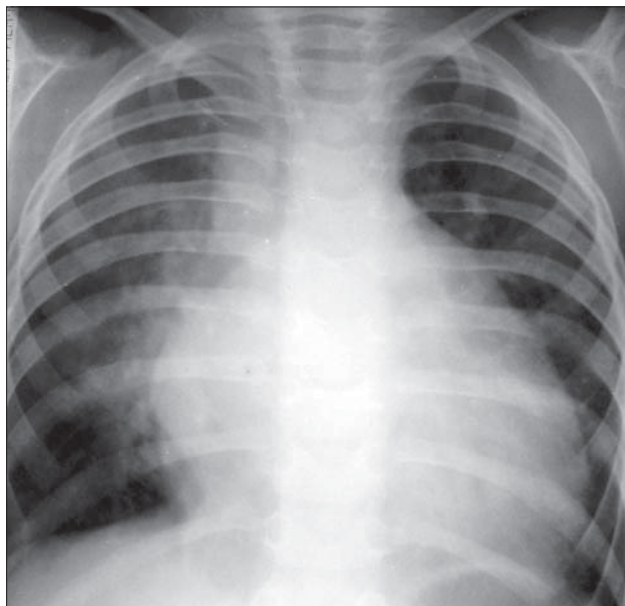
Stenoză mitrală. Radiografie toracică PA. 3 ani. AS mărit: dublu contur excentric. Orizontalizarea bronșiei primare stângi. Arcul II stâng rectiliniu. Hipertensiune venoasă.
